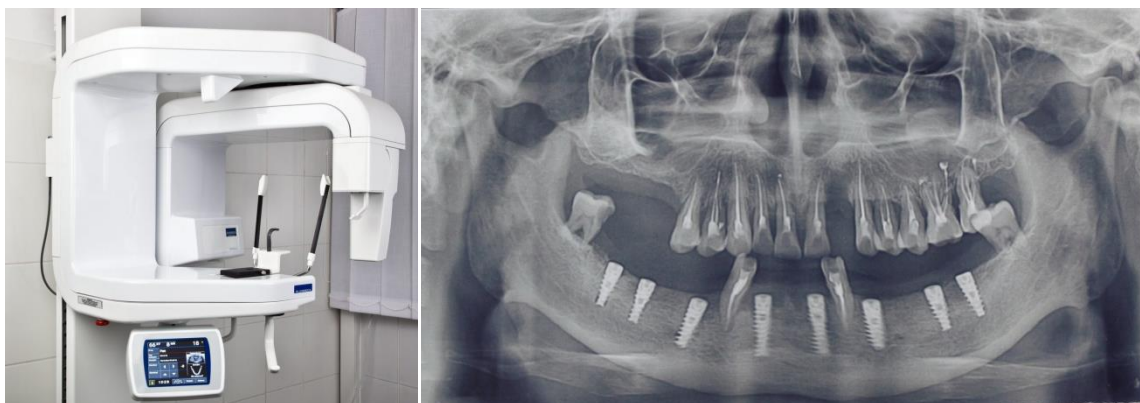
Ortopantomograma
